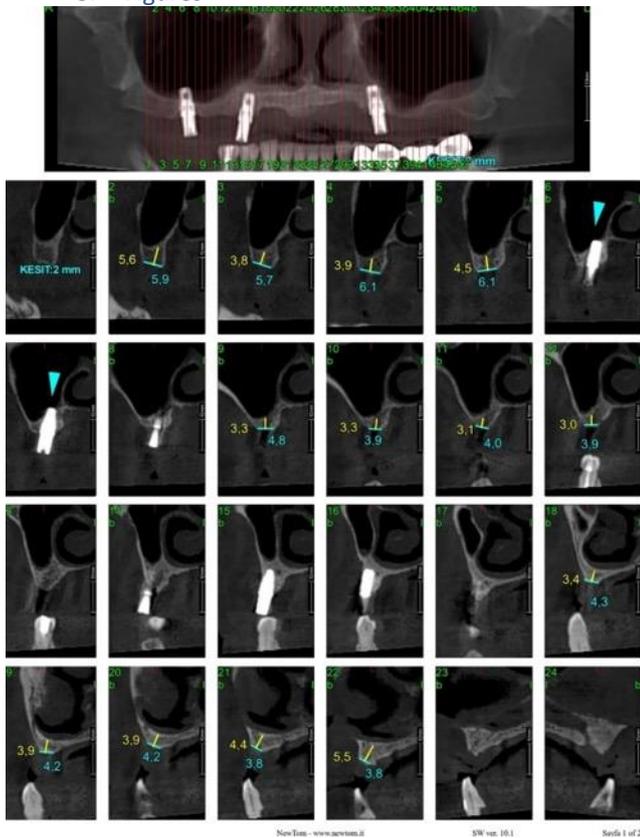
Pre-op CBCT image of patient.
